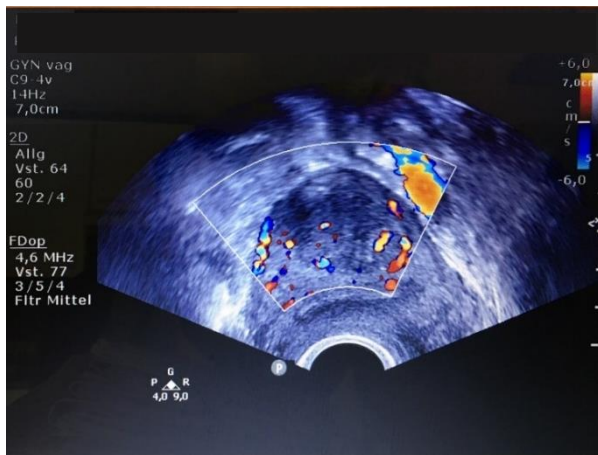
Sonographischer Befund eines Leiomyoms im Bereich des Fundus uteri 6 Monate postoperativ
